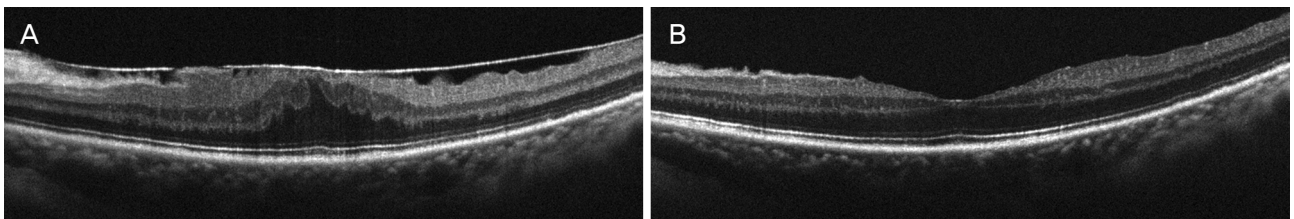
Optical coherence tomography images of macula with epiretinal membrane (A), and after spontaneous separation of epiretinal membrane in same eye (B). The central macular thickness decreased from 491 μ m to 297 μ m, and the patient's visual acuity (logMAR) was improved from 0.4 to 0.05. logMAR = logarithm of minimal angle of resolution.
